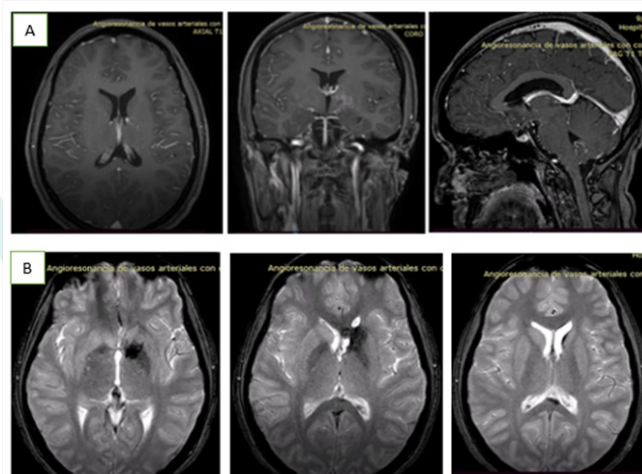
(A)RMN de encéfalo corte axial coronal y sagital T1 con contraste. (B) RMN corte axial T2 GREE.
